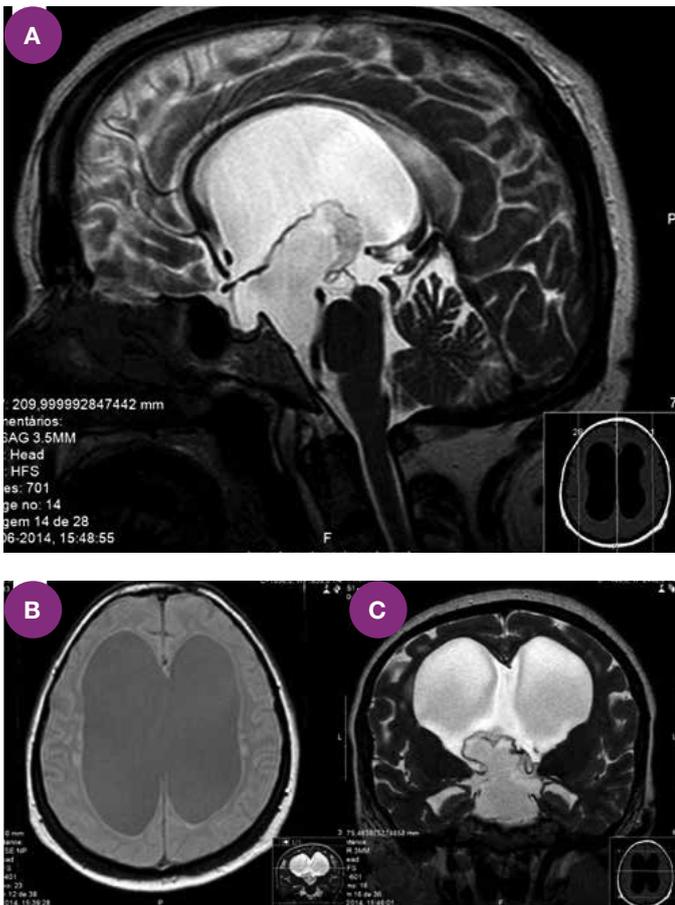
RM cerebral de controlo após tratamento RM com franca redução do quisto intraventricular mas persistência de ventriculomegalia (A- corte sagital; B- corte axial; C – corte coronal).
